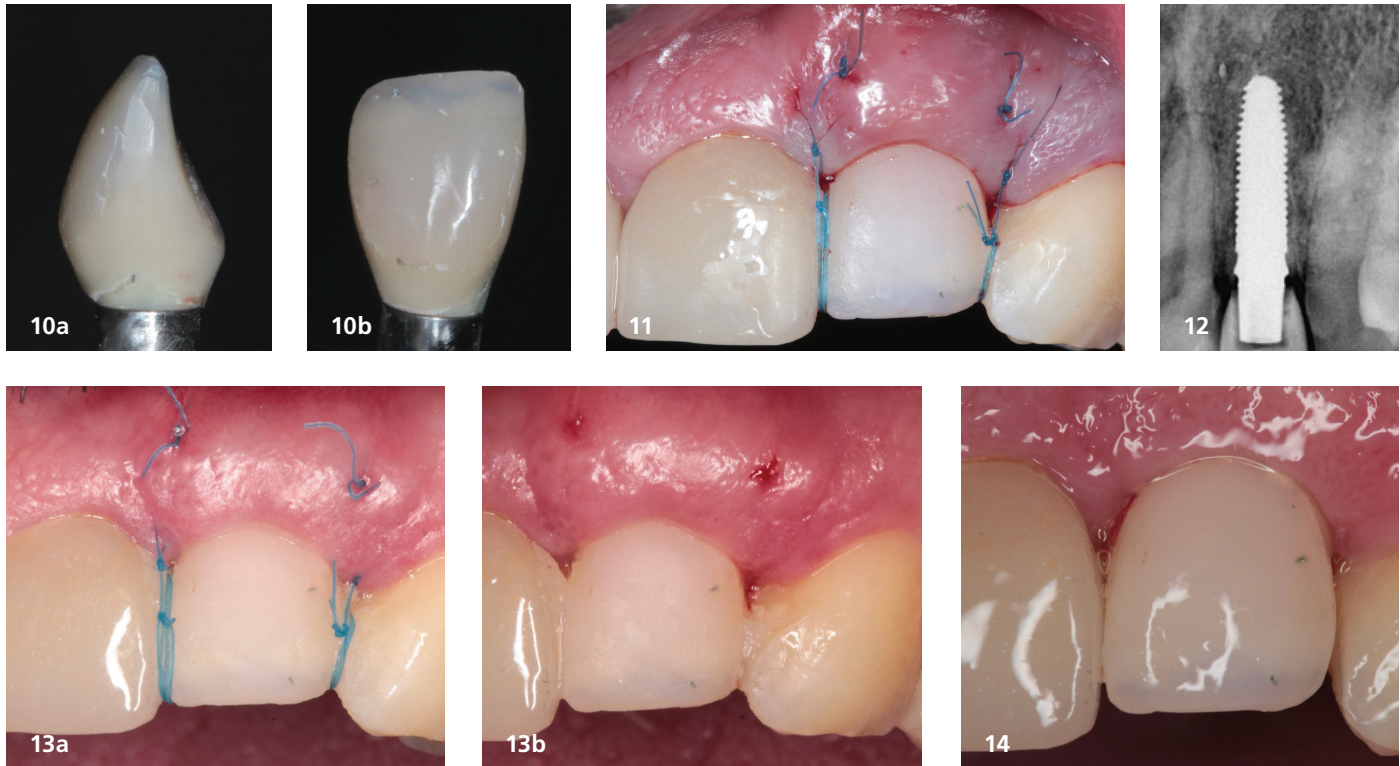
Provisorische Krone aus lichthärtendem Kunststoff. – Abb. 11: Provisorische Krone in situ, mit vernähtem Weichgewebe. – Abb. 12: Unmittelbar postoperative Röntgenaufnahme. – Abb. 13a und b: Entfernung der Nähte 14 Tage nach der Operation. – Abb. 14: Kontrolluntersuchung nach vier Monaten.
